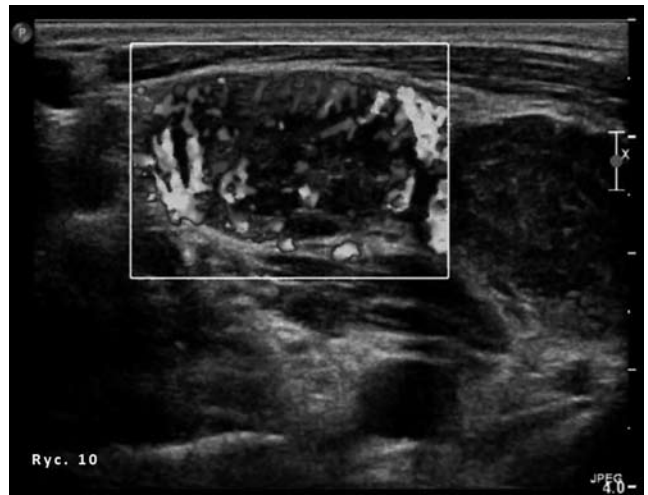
Odwnekowy wzorec unaczynienia prawidłowego węzła chłonnego podżuchwowego w opcji dopplera mocy.
